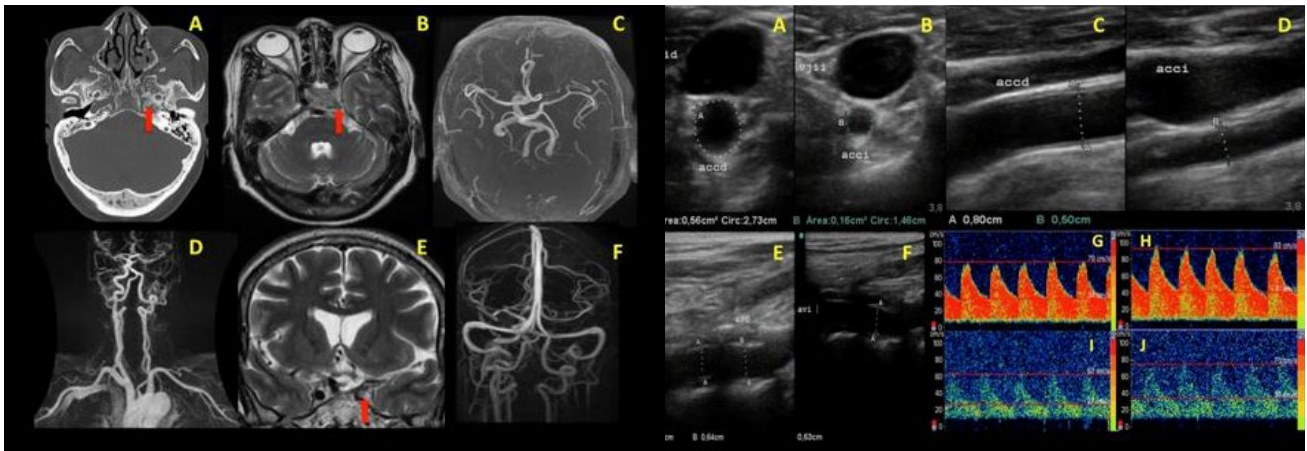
Estudios de Neuroimagen. A) TAC de cráneo ventana ósea con ausencia de canal carotideo izquierdo (flecha), B y E) IRM T2 axial y coronal muestra ausencia de señal de la ACII (flechas), C y D) AngioIRM que muestra ausencia de la ACII desde nivel cervical y F) AngioIRM venosa sin alteraciones del drenaje.
